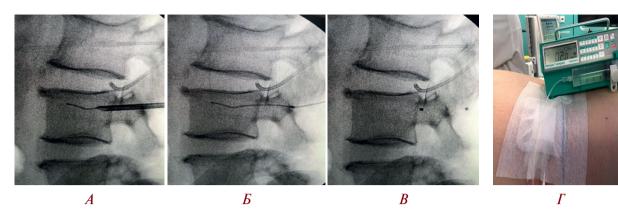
Этапы установки дилатационного баллонного двухпросветного катетера (боковые рентгеновские проекции и внешний вид зоны оперативного вмешательства): А— введение проводника катетера через иглу Ямшиди транспедикулярно в тело позвонка; Б— удаление иглы, раздувание баллона; В— удаление проводника катетера; Г— автоматический шприц-инжектор присоединен к катетеру
